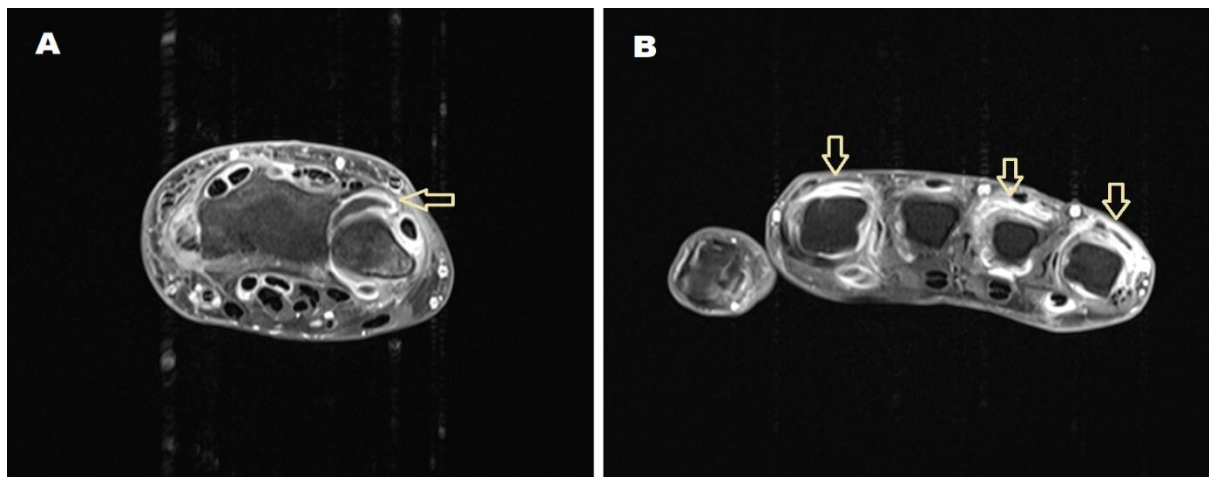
Darstellung von Synovitiden in den MRT-Sequenzen
